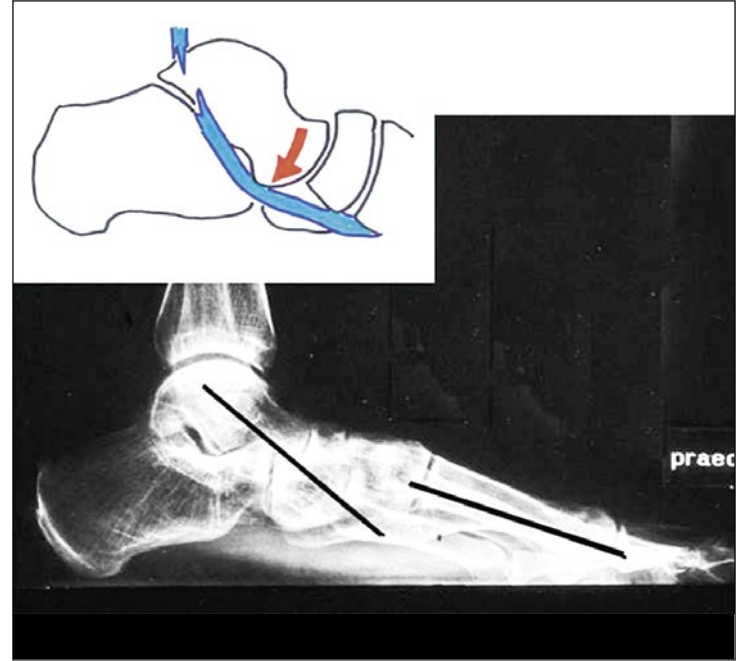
Plantarflexionsabweichung der Talusachse im belasteten seitlichen Röntgenbild.
